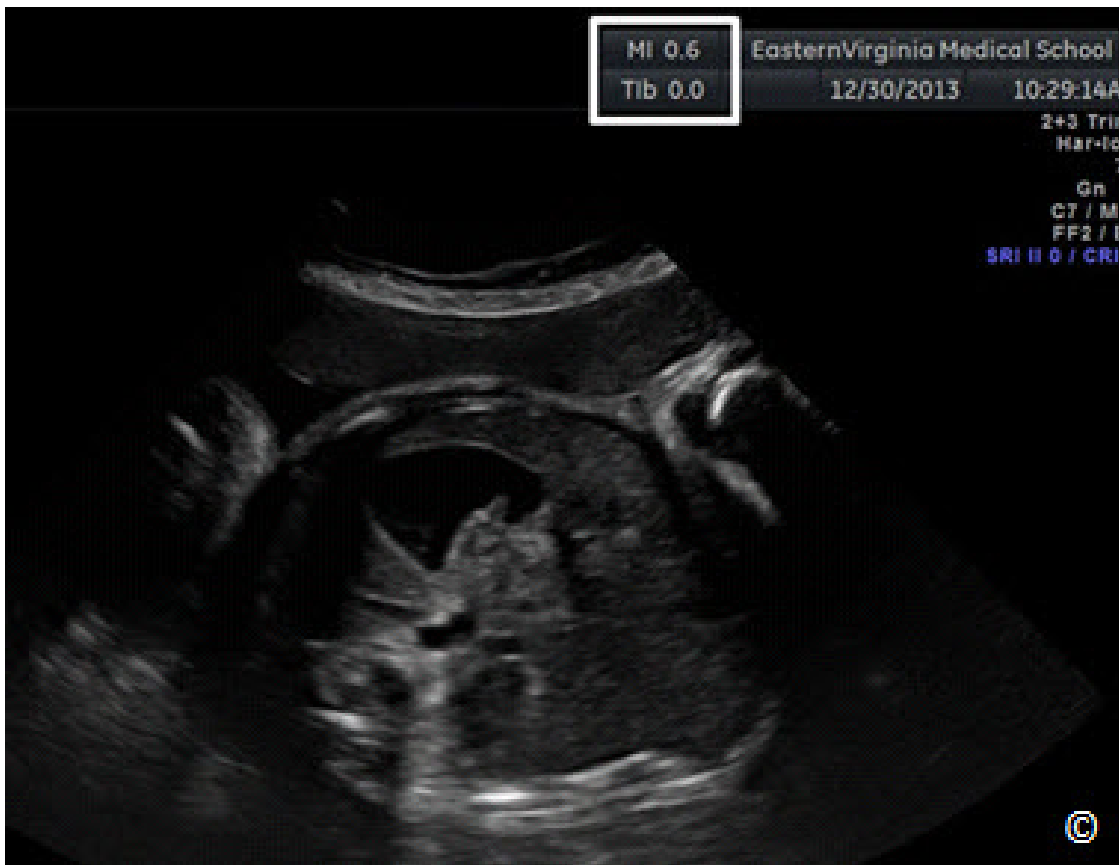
Un examen de ultrasonido del abdomen fetal en el tercer trimestre de embarazo. Observe en la pantalla el MI y el TIB en el rectángulo blanco. MI = Índice Mecánico y TIB = Índice térmico de hueso.
